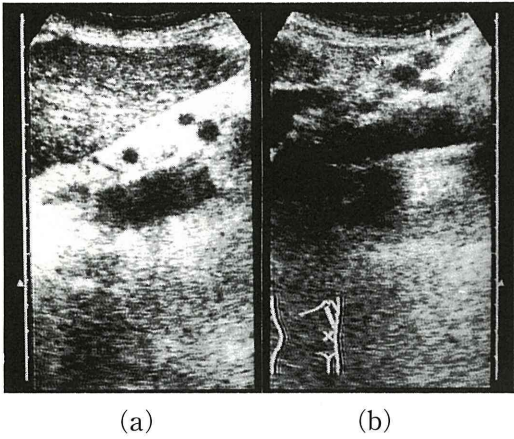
(a) Abdominal ultrasonogram shows the left lobe of the liver is dull edge and rough image of internal echo.
